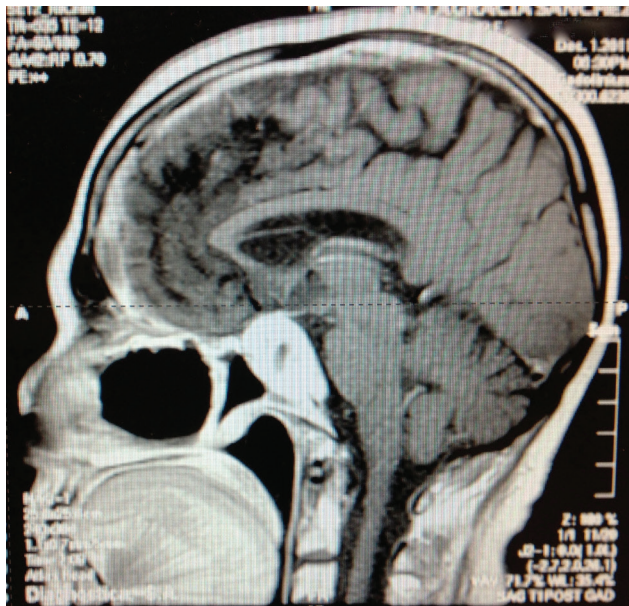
RMN Cerebral (01/12/2011), pre- Radiocirugía.
